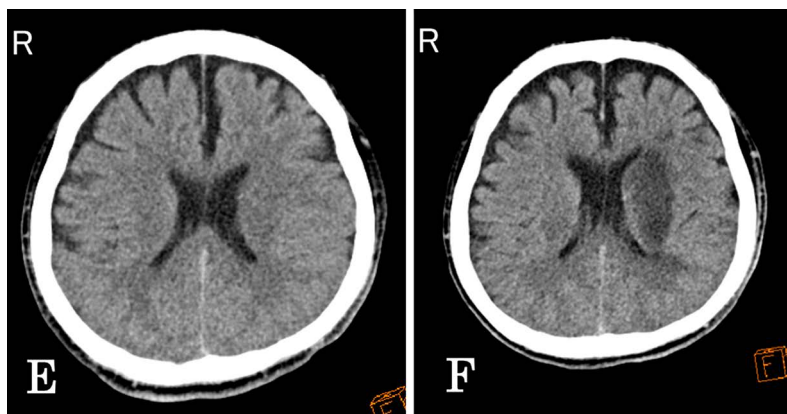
Brain CT findings of the patient 2.
